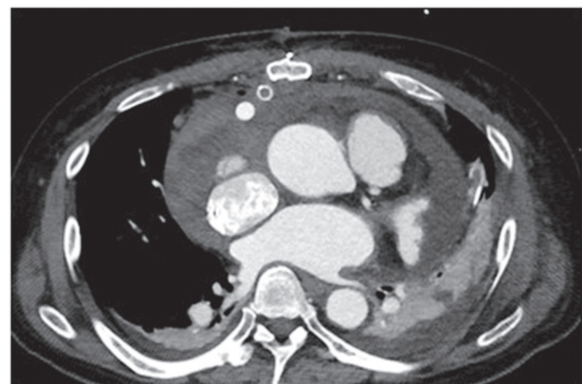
Computed Tomography shows large amount of pericardial effusion with both pleural effusion.
